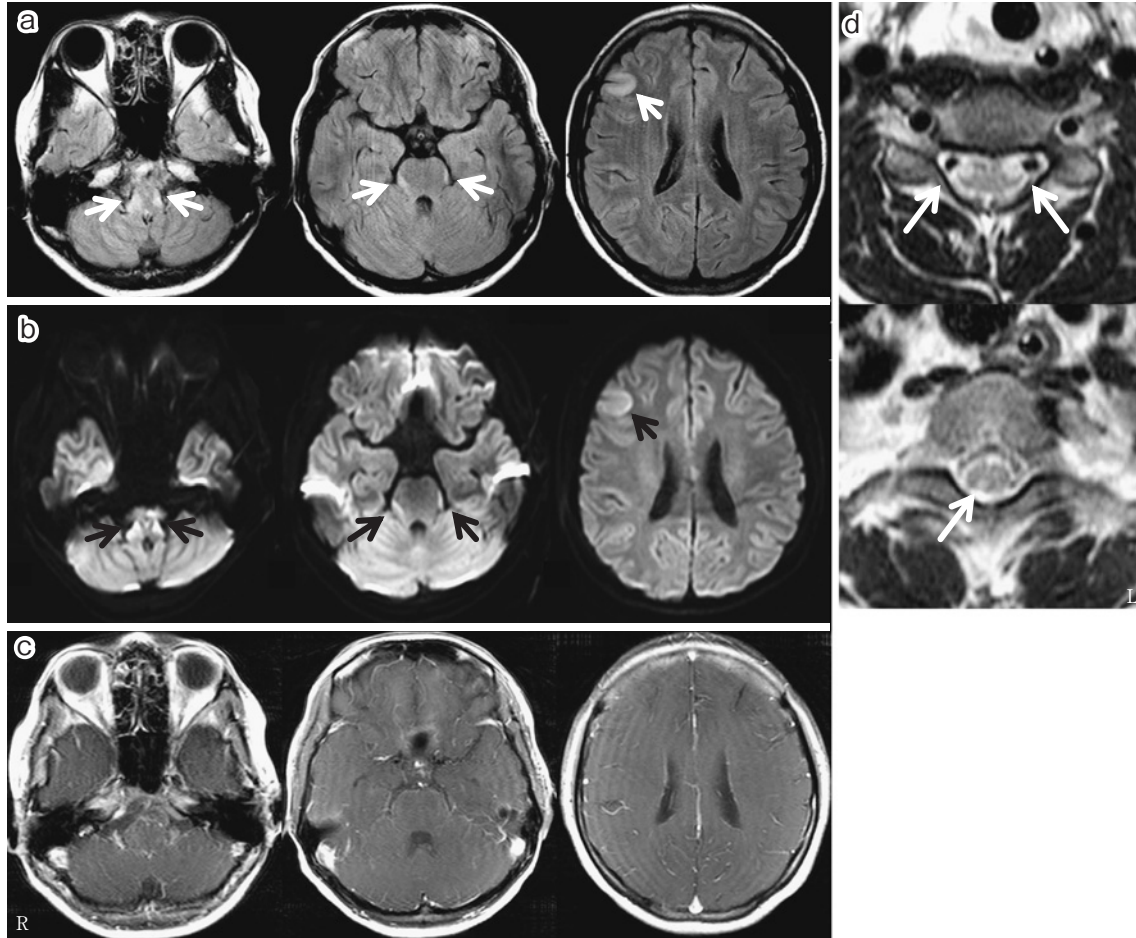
Brain and cervical spinal cord MRI on admission.
